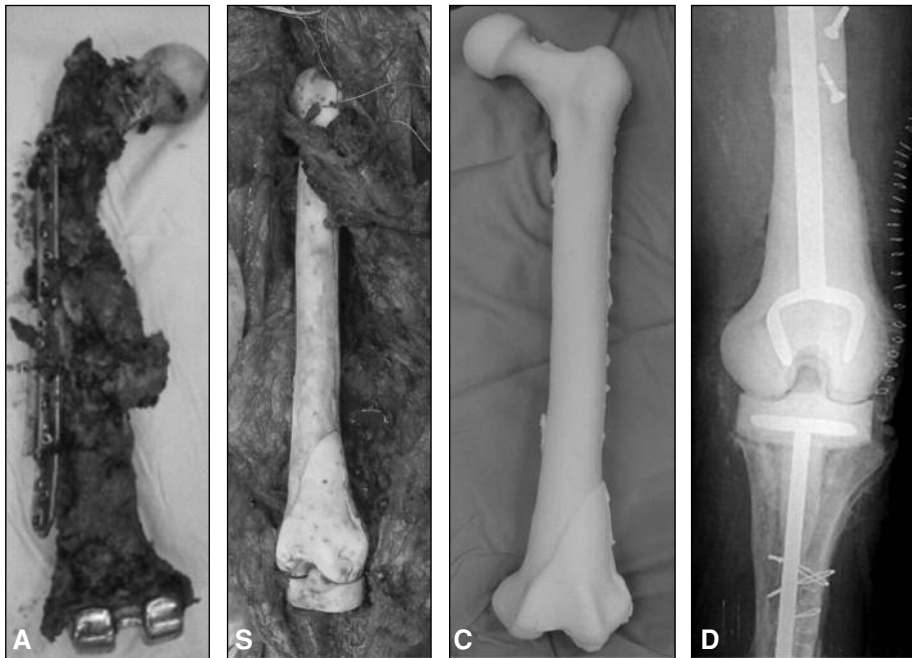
A. Resección de un fémur izquierdo pseudoartrósico con prótesis de rodilla y osteosíntesis rota. Se observa la cara posterior de la pieza de resección quirúrgica. B. Espaciador (fémur total y tibia proximal). C. Espaciador de fémur total. D. Radiografía del espaciador.
